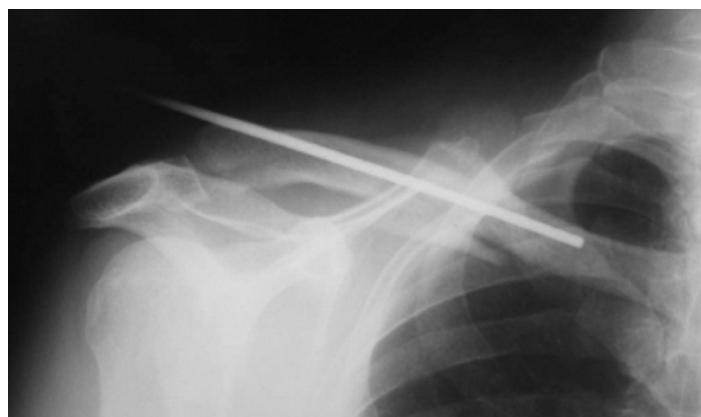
Рентгенограмма ключицы с миграцией фиксатора TEN.
